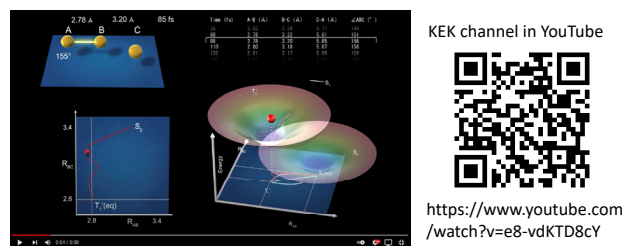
X-ray molecular movie of the bond formation process (<https://www.youtube.com/watch?v=e8-vdKTD8cY>).
